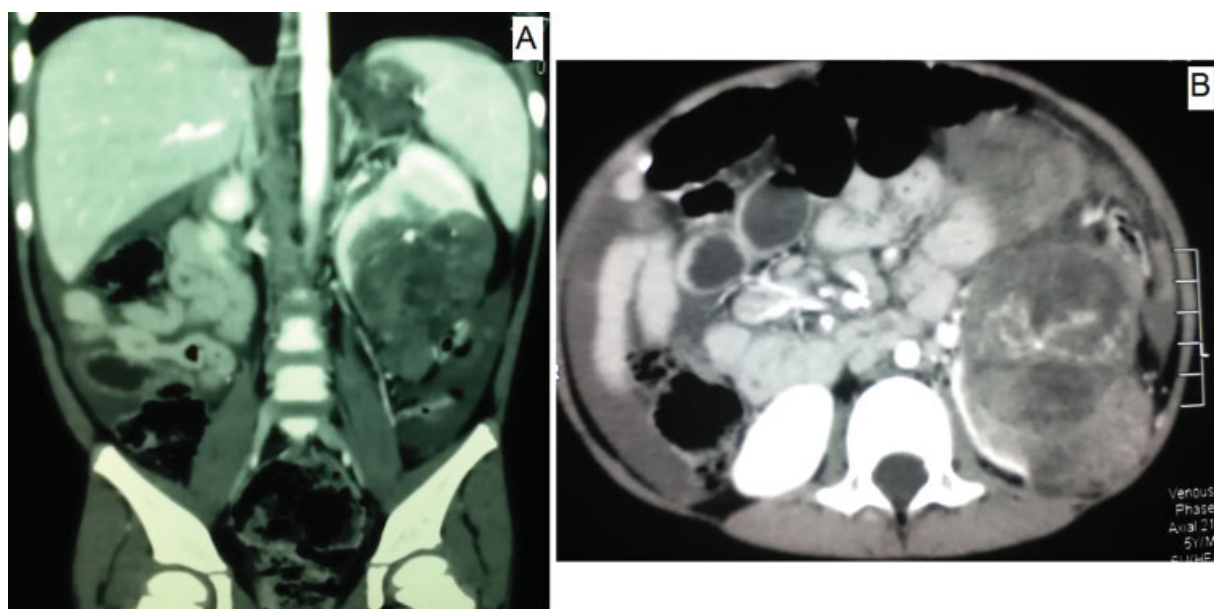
Tomografía computarizada abdominopélvica. Presencia de Masa ocupante de espacio en mitad inferior del riñón izquierdo y presencia de líquido en cavidad peritoneal. A. Vista coronal. B. Vista sagital
